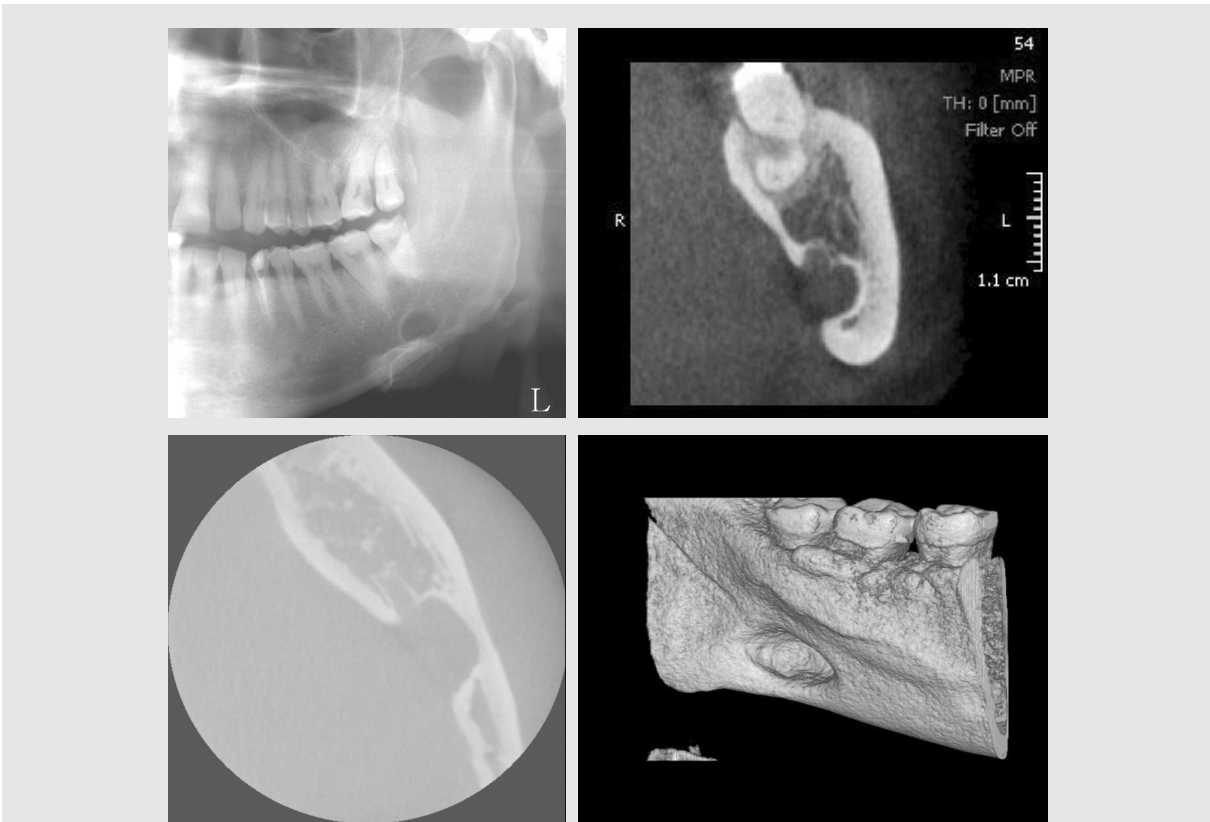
하악골설측함요. 파노라마방사선사진에서 하악관 바로 하방으로 경계가 뚜렷한 방사선투과상이 보이며, 콘빔CT상 좌측하악관 하방에 설측함요를 보이는 특징적인 방사선소견을 보임.
